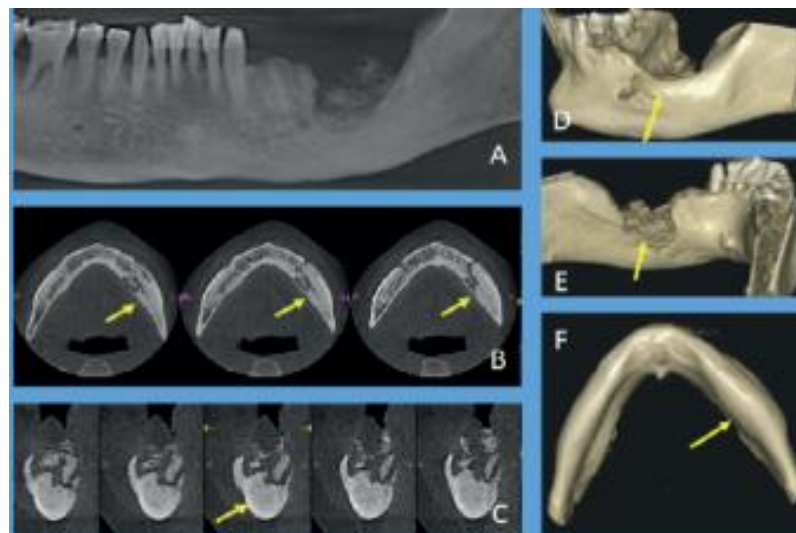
Exploración CBCT: vista panorámica (A), vista axial (B), cortes transversales (C) y (D,E,F) renderización indirecta de volumen (IVR) revelan características radiográficas (secuestro, densidad alterada del hueso trabecular, expansión cortical, compresión del canal mandibular) de un caso de osteomielitis crónica.²²
